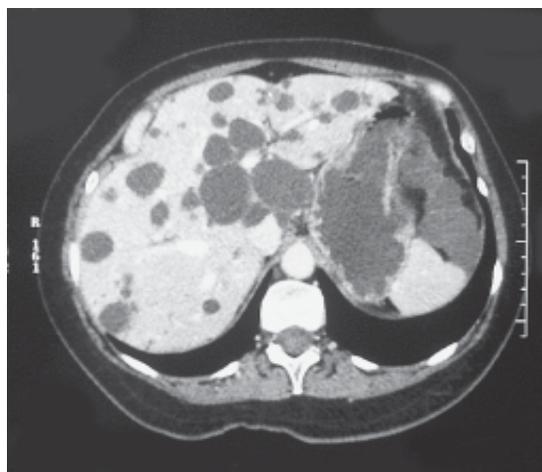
TAC de abdomen postoperatorio en que ya no se reconoce el gran quiste del lóbulo hepático izquierdo.
